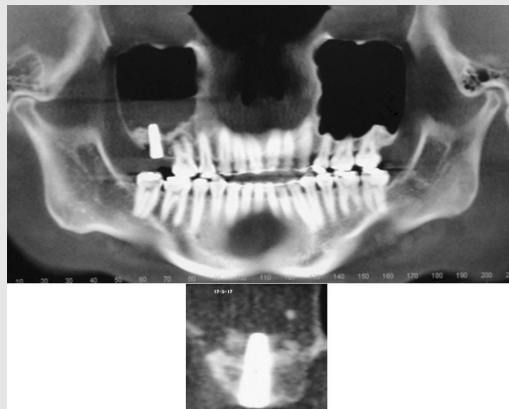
술후CT소견으로상악 우측 대구치부에 적절하게 시행된 골 이식소견이 보인다. 상악동 내벽까지 골이식재가 삽입되어 있다.
